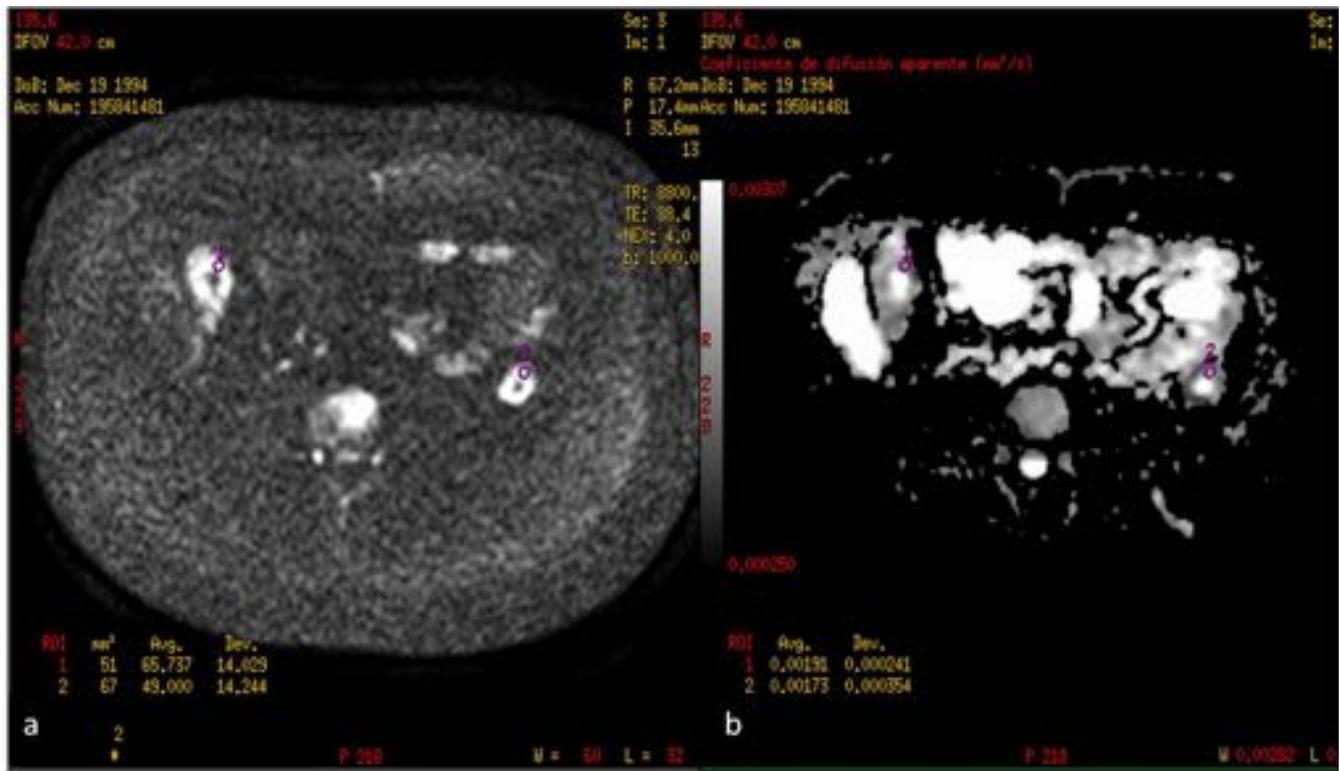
Estudios axiales de DWI-EPI (a y C) en pacientes distintos y el coeficiente de difusión aparente (ADC) (c y d) , que demuestran una elevada restricción en difusión con unos valores de ADC muy bajos que se correlacionan con actividad de la enfermedad.
